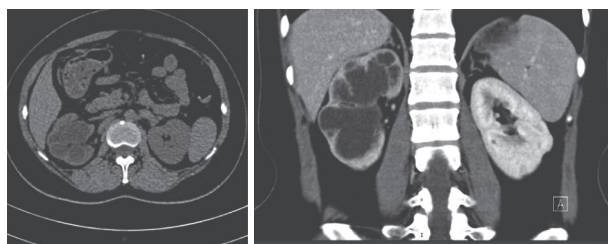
输尿管结核CT提示右肾及右侧输尿管积水较前稍减轻(最宽处13 mm)、右侧输尿管下段增厚及右肾囊肿较前无明显变化
